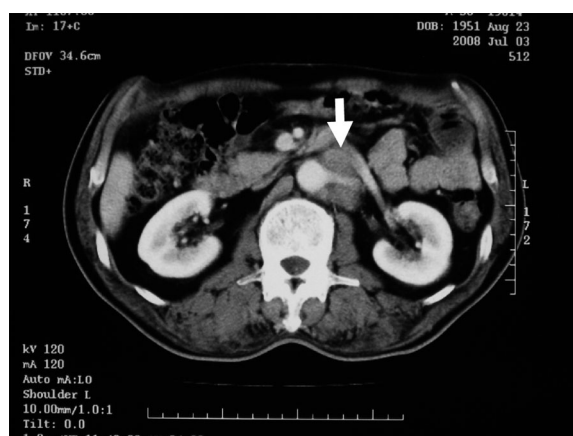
CT: Contrast-enhanced computed tomography displays a 50 mm tumor at the hilum (arrow).
